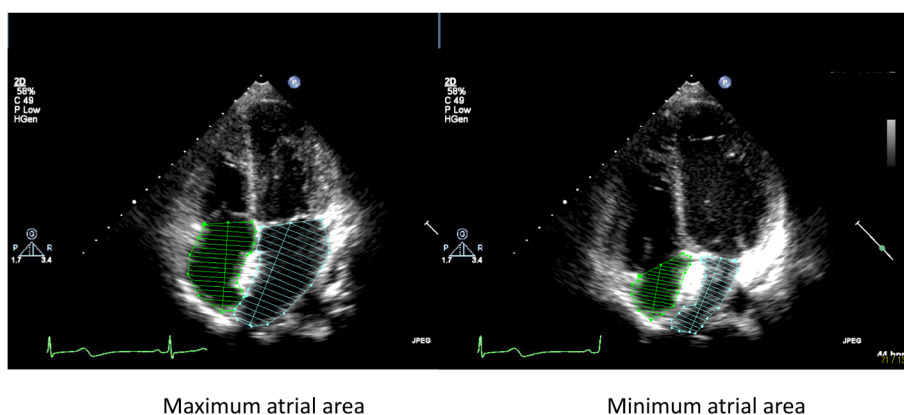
Tow-dimensional echocardiograms from apical four-chamber
